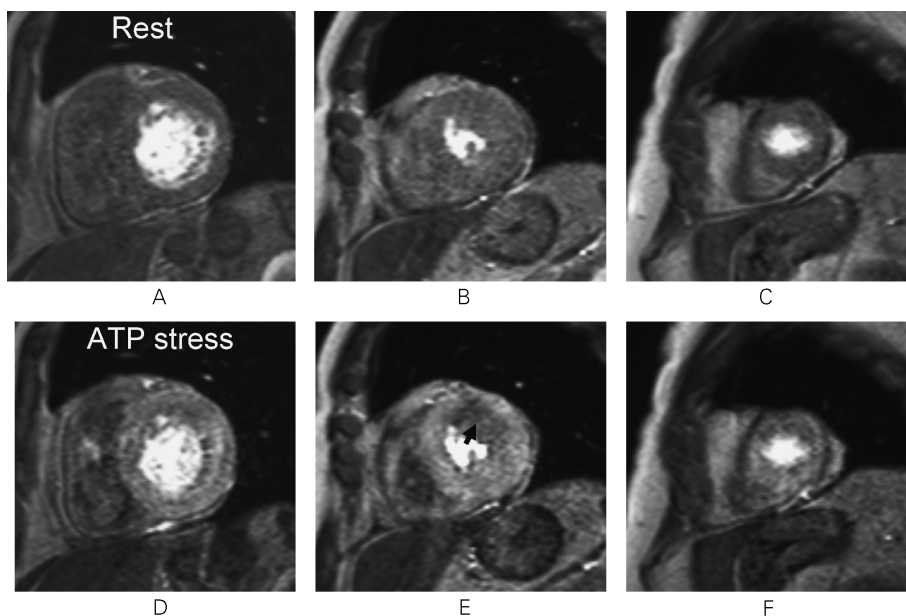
Rest (ABC) and ATP stress (CDE) myocardial perfusion MRI at 3T acquired with 32-channel coils and a saturation recovery gradient echo sequence accelerated with k-t SENSE. Because of improved spatial resolution at 3T, dark banding artifact is not observed on these images. Notice that myocardial ischemia is observed in the anterior wall (arrow).
